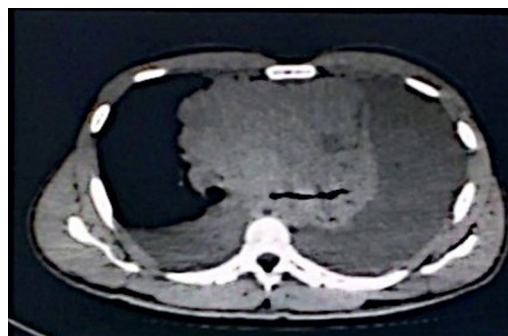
TC DE TÓRAX mostrando grande massa mediastinal anterior com compressão das vias aéreas e volumoso derrame pleural esquerdo.
